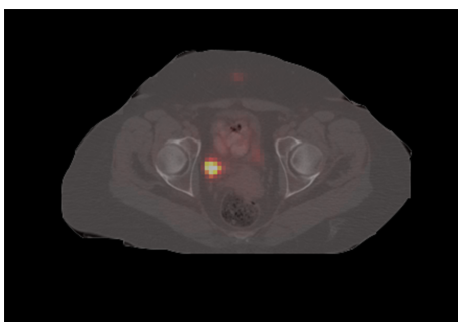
Fusión de imágenes PET y CT correspondientes al corte transversal del Abdomen del paciente.
